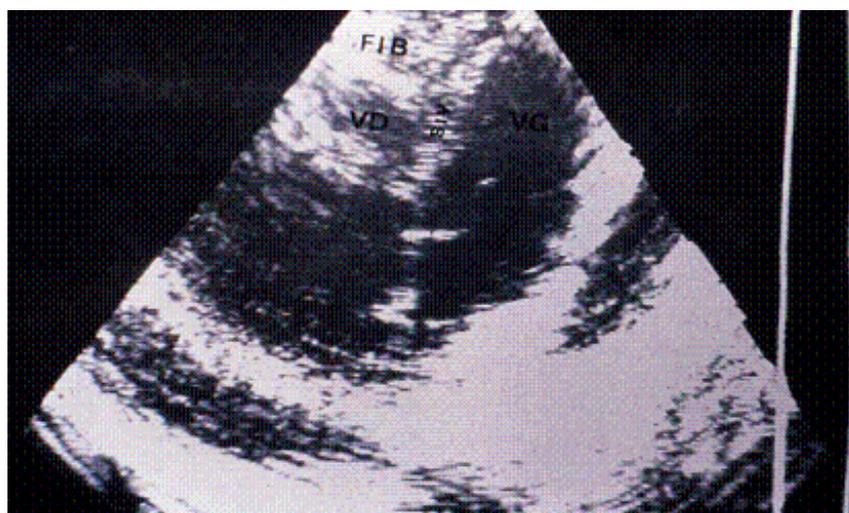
Echocardiographie mode bidimensionnelle : comblement total de la cavité ventriculaire droite, épanchement péricardique.
